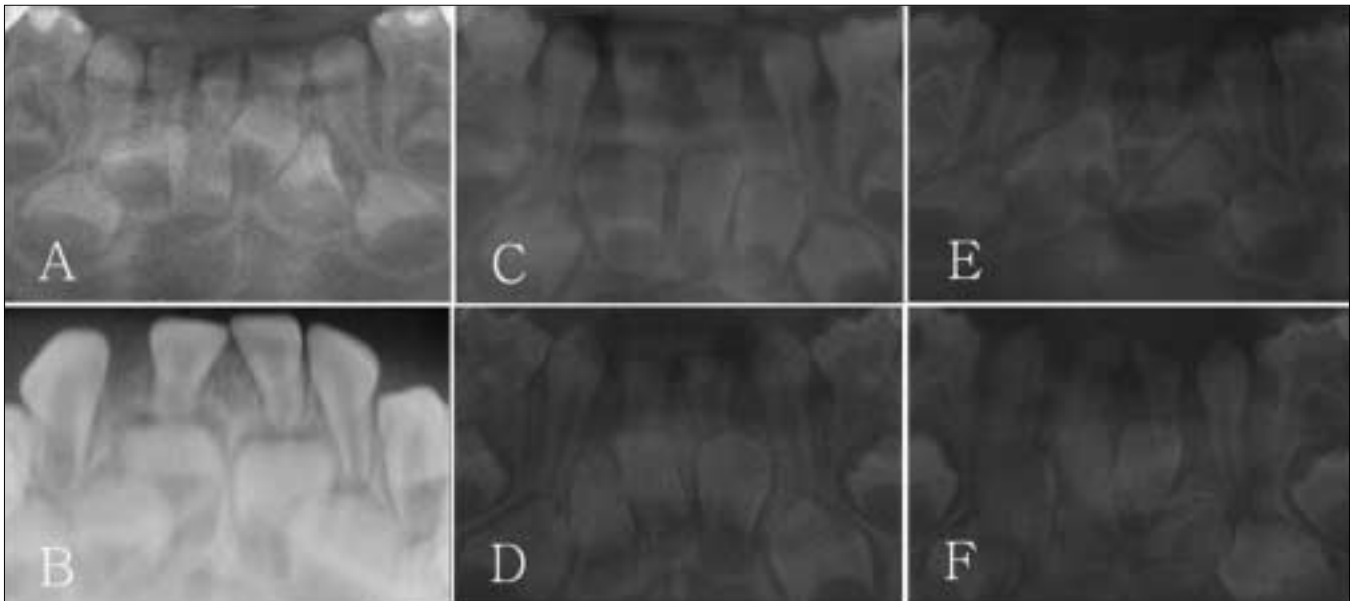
Radiographs of cases. A (Case No.12) & B (Case No.19): Unilateral missing in primary dentition with existent permanent dentition. C (Case No.20) & D (Case No.32): Bilateral missing in primary dentition and unilateral existence in permanent dentition. E (Case No.30) & F (Case No.35): Bilateral missing in primary dentition with existent permanent dentition.
